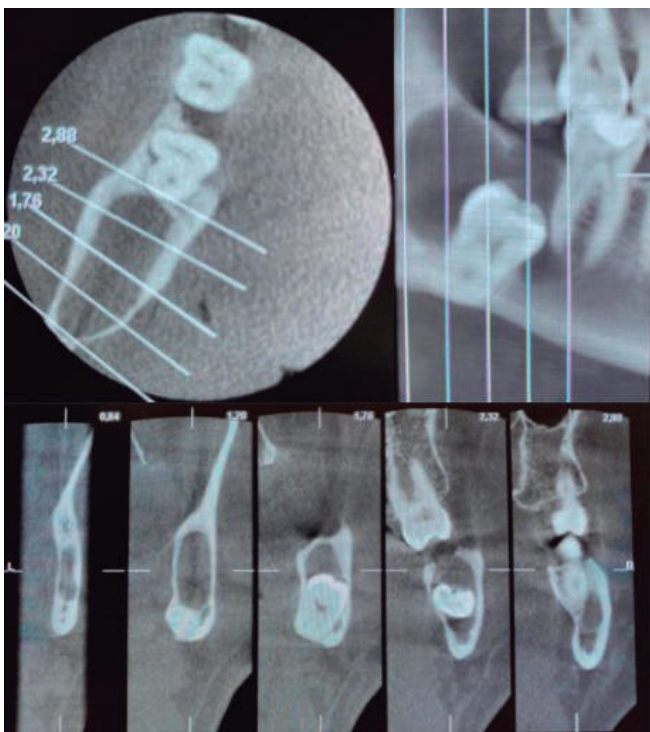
Tomografía computarizada cone beam mostrando la lesión en los tres sentidos del espacio. Nótese pieza 4.8 desplazada hasta reborde basilar, además de un avance de la lesión alcanzando raíz distal de diente 4.7.
